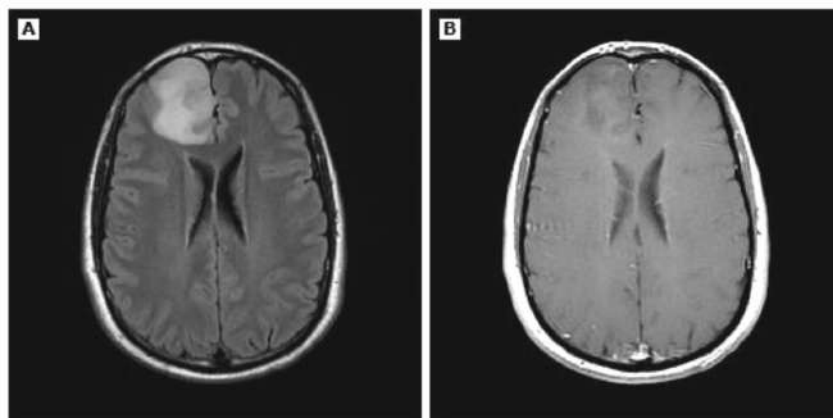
МРТ головного мозга у 40-летнего мужчины с впервые выявленным генерализованным тонико-клоническим приступом. Подтвержденный диагноз: олигодендроглиома II степени, IDH1-mutant, 1p19q codeleted
